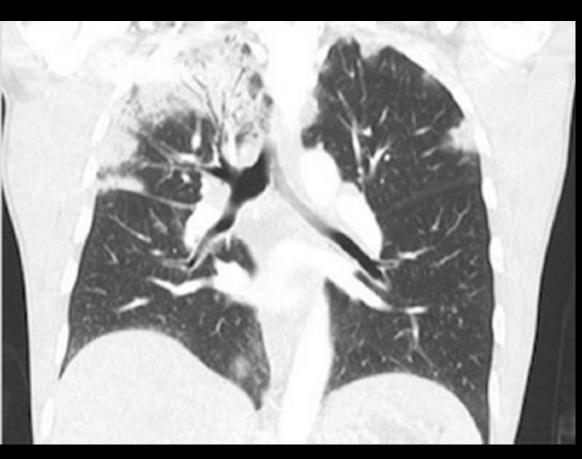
CEP in a 29-year-old man with 27.5% peripheral and 30% BAL fluid eosinophilia. (a) Chest radiograph shows airspace consolidation confined mainly to the peripheral lung (photographic negative shadow of pulmonary edema). (b) Transverse thin-section (1-mm collimation) CT scan (lung windowing) also shows airspace consolidation primarily involving the peripheral lung.
